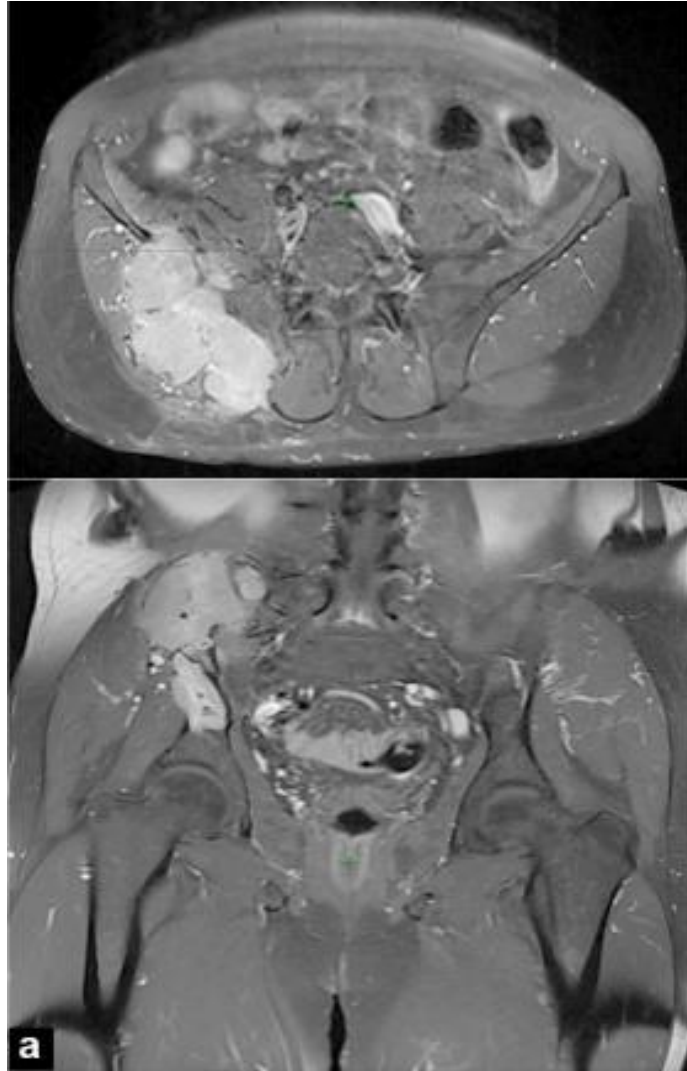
IRM en pondération T1 avec injection de gadolinium montrant un plasmocytome de l'os iliaque droit
